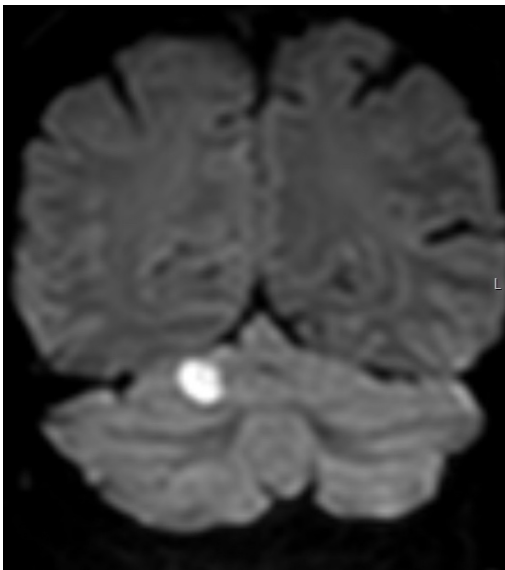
Patient mit großer zerebellärer Läsion rechts in koronaler (links) und axialer (rechts) DWI.
